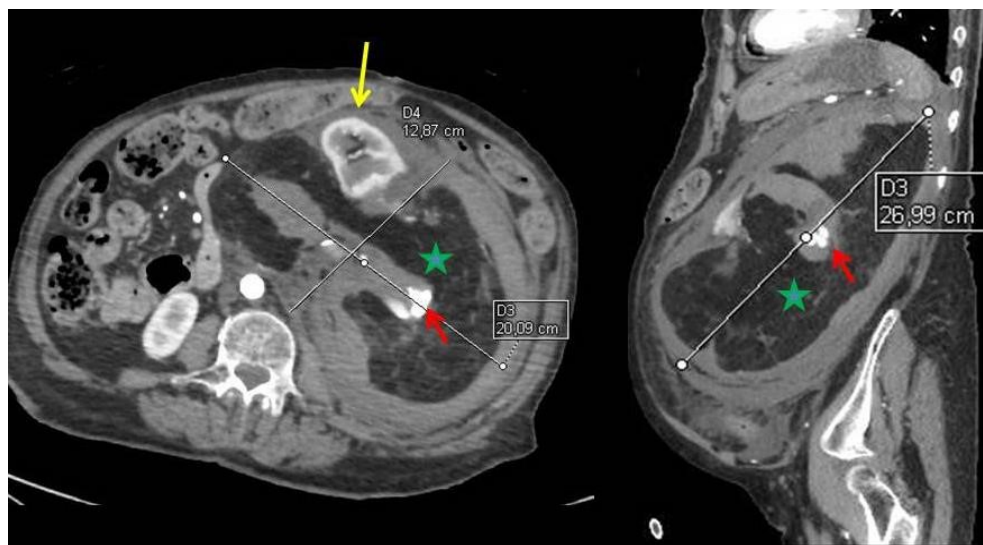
Angio-TC abdomino-pélvico (fase arterial). Reconstrucción axial y coronal. Se identifica una masa gigante que ocupa prácticamente todo el hemiabdomen izquierdo, de 27x20x12cm (estrella verde) de densidad predominantemente grasa. La lesión es dependiente del riñón izquierdo que está desplazado anteriormente (flecha amarilla). En el interior de la masa se identifica un área de extravasación activa de contraste (flecha roja).
